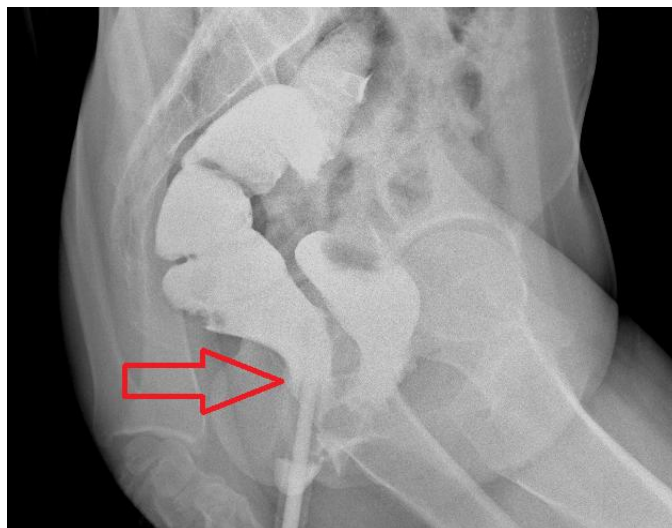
Рентгенологическая картина сформировавшегося свища между низведённой кишкой и влагалищем (05.10.2013 г).
